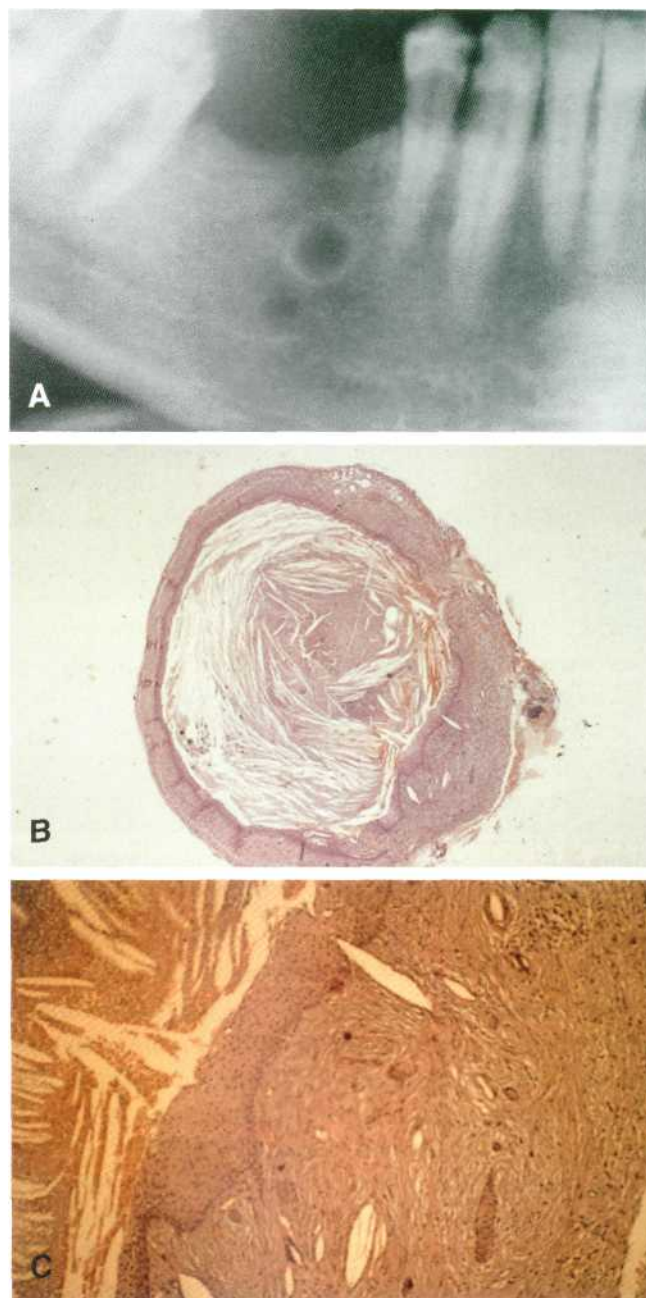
Quiste residual. (A) Ortopantomografía en la que se aprecia una lesión osteolítica radiotransparente, redondeada, de bordes nítidos y esclerosos, en la vecindad del foramen mentoniano. (B) Imagen de la preparación histológica (hematoxilina-eosina x 10): se observa el epitelio y la abundancia de cristales de colesterol en el interior de la cavidad quística. (C) Mayor detalle, 40 aumentos, de la preparación, mostrando la cápsula fibrosa, el epitelio y el interior de la cavidad.
